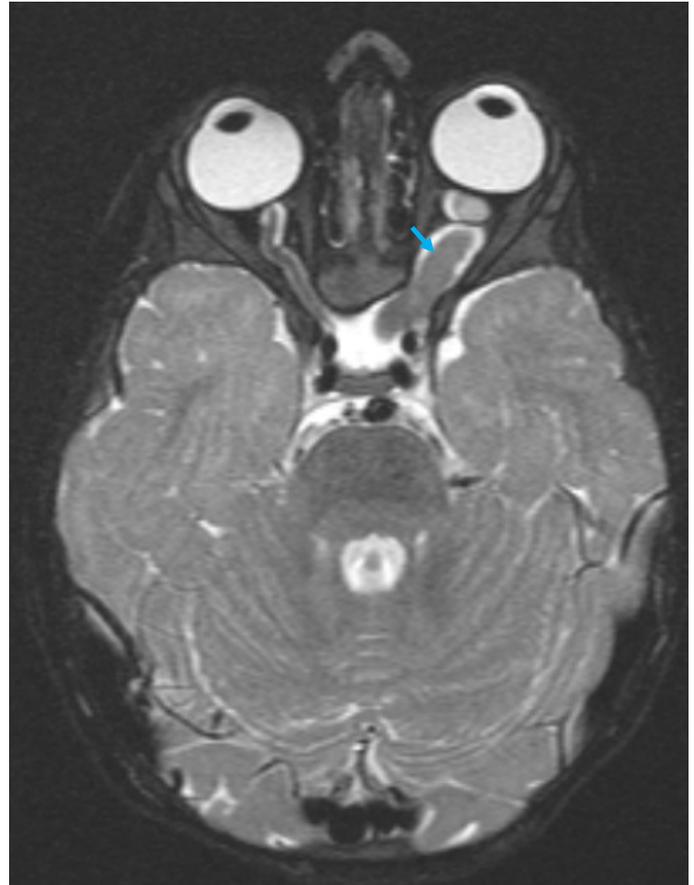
En el corte axial de la resonancia cerebral, se observa un engrosamiento de todo el nervio óptico izquierdo (flecha), que llega hasta el quiasma óptico, en comparación con el aspecto normal del nervio óptico derecho.
